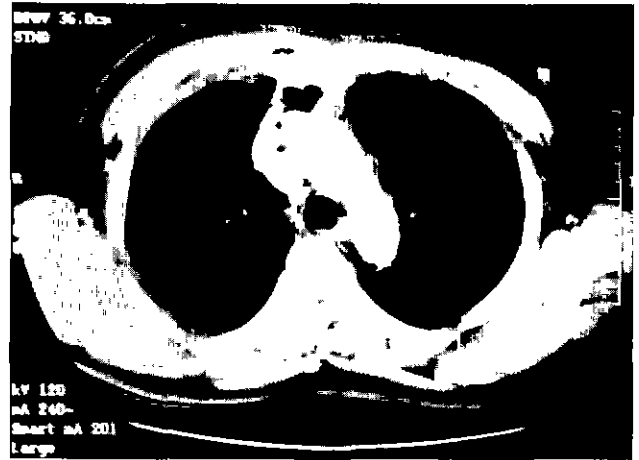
Chest CT shows subcutaneous emphysema on anterior chest wall and abnormal soft tissue containing gas in anterior mediastinum. Small amount of pleural fluid is also seen on the right.
